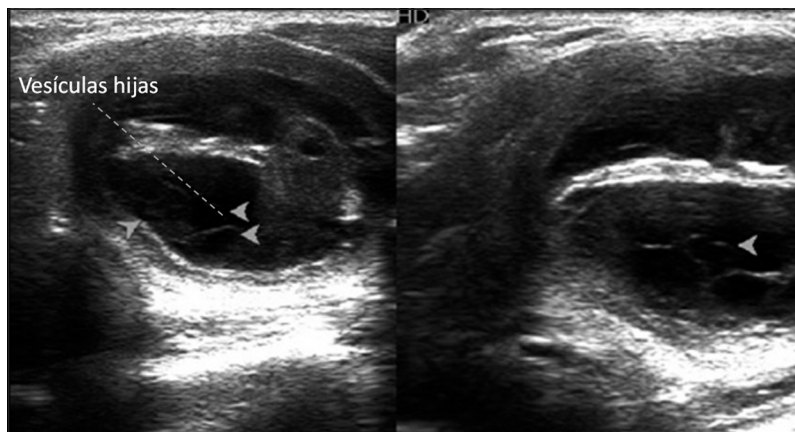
Ecotomografía nódulo tiroideo izquierdo.
